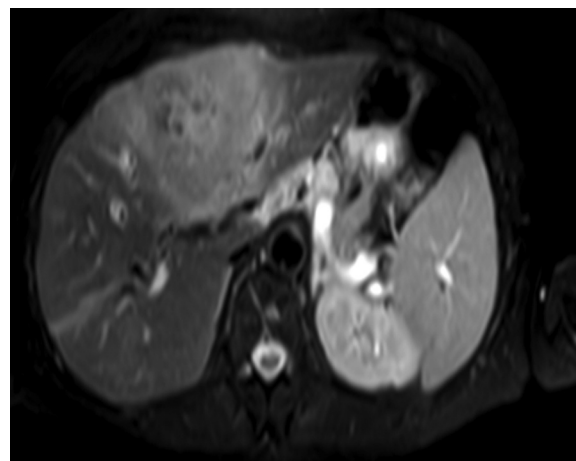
RM de hígado en secuencia T2, que destaca la presencia de dilatación de la vía biliar intrahepática.
